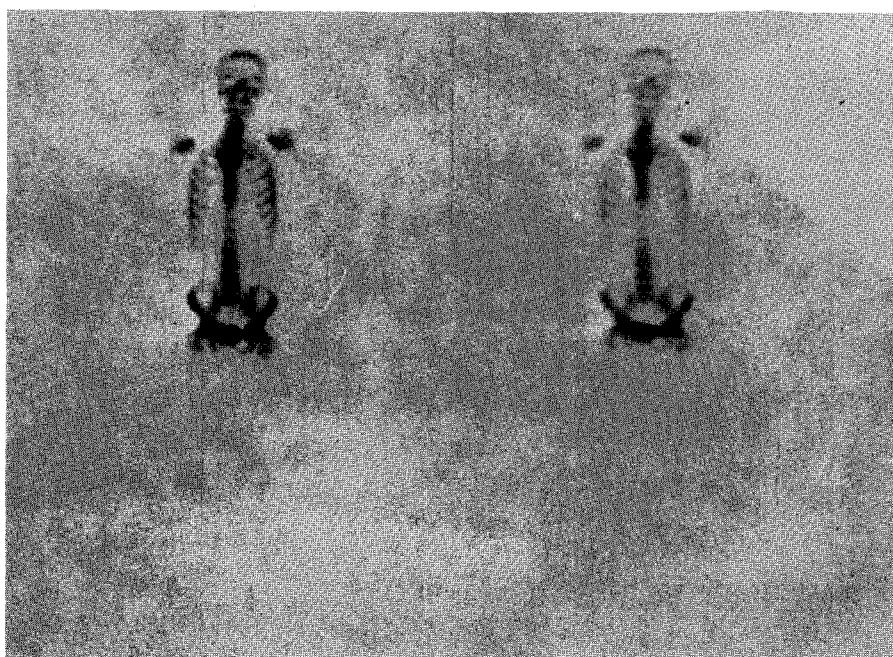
Bone scan interpreted as negative. It means bone scan without abnormal hot area or with hot area due to recent trauma or benign bone lesion confirmed by roentgenogram.
